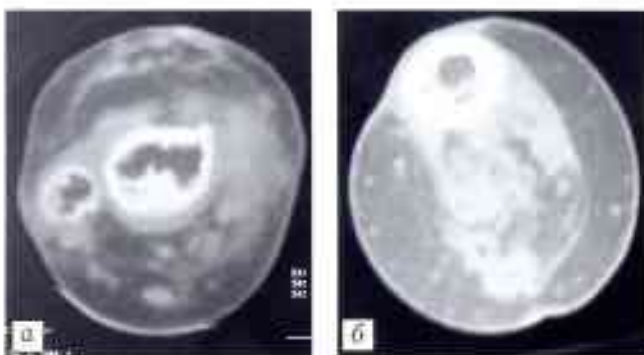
Компьютерные томограммы, томографический срез через область консолидации концов костных фрагментов.
